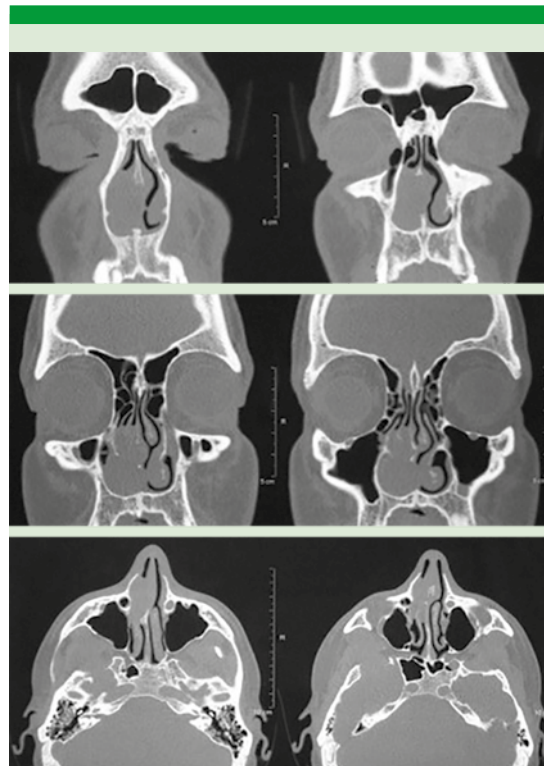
Tomografía prequirúrgica en cortes coronales y axiales que muestra la lesión de la fosa nasal derecha dependiente del cornete inferior.
